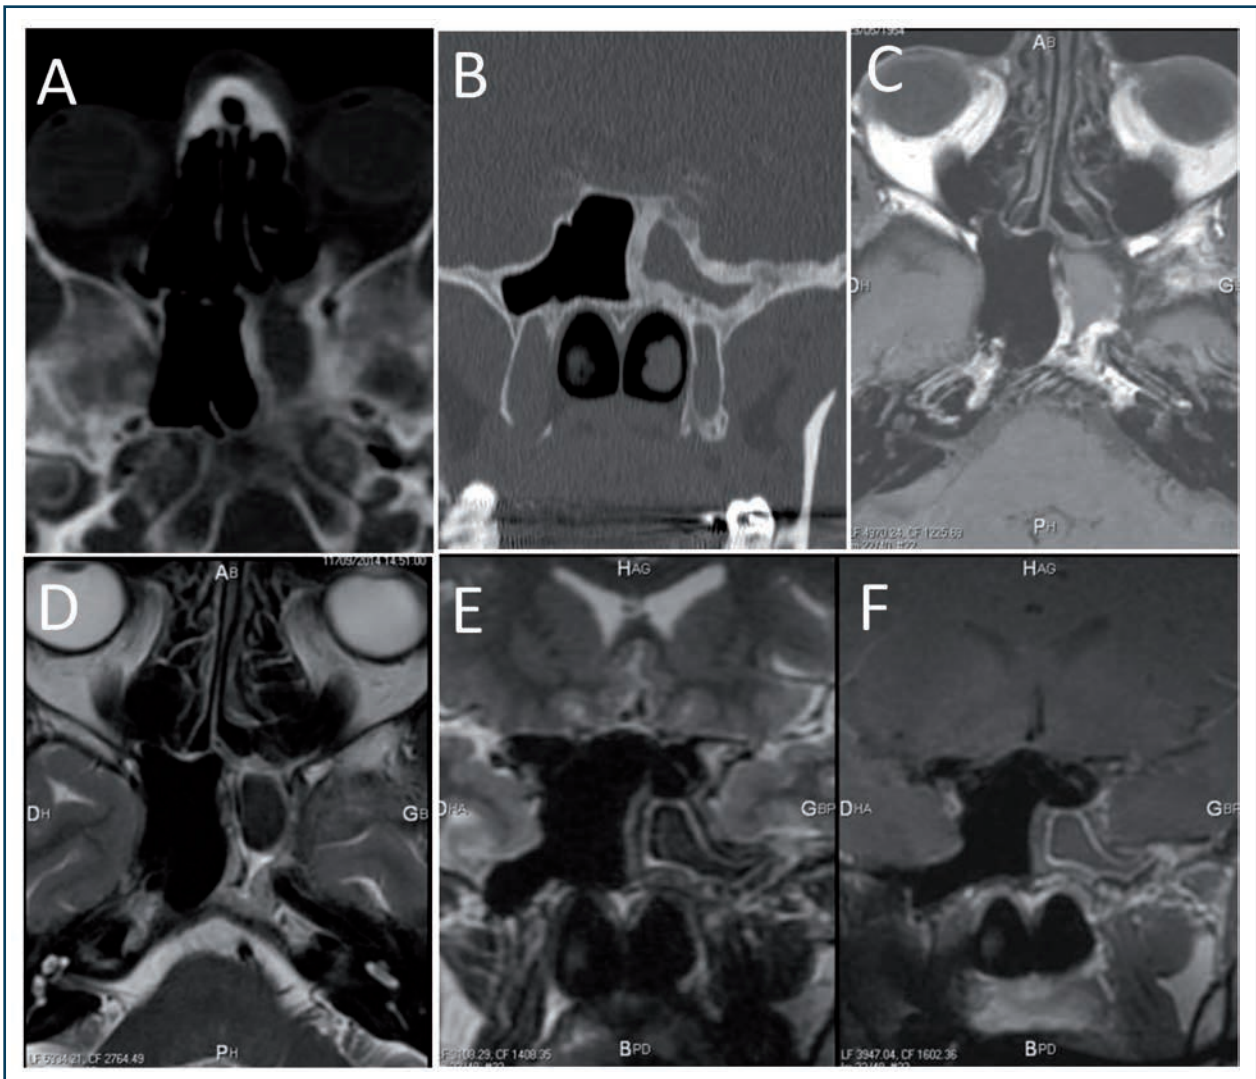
Scanner et IRM d'un patient de 60 ans souffrant d'une sphénoïdite purulente chronique gauche. (A,B) scanner avec hyperostose réactionnelle circonférentielle. Celle-ci apparaît en IRM (C-F) avec un hypersignal spontané T1 de type gras (C), un signal intermédiaire en T2 (D,E) et une prise de contraste modérée de l'os sans prise de contraste du contenu en T1 injecté (F).
